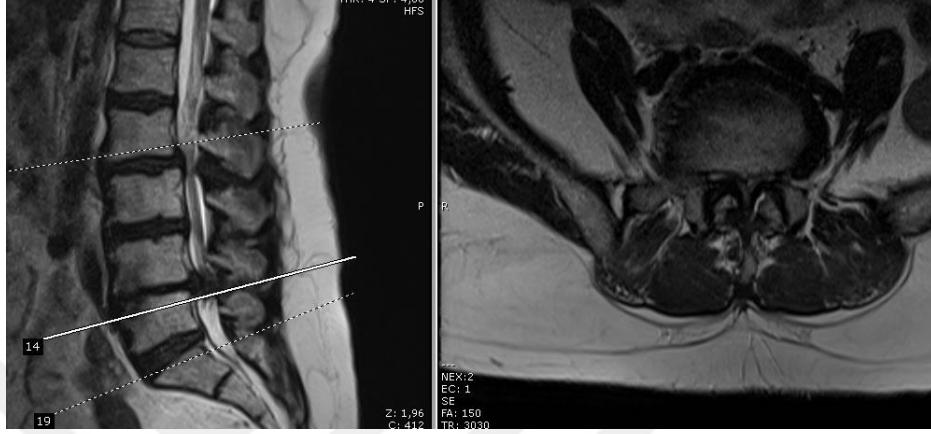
Aksiyel BT’de spinal stenoz görüntüsü
